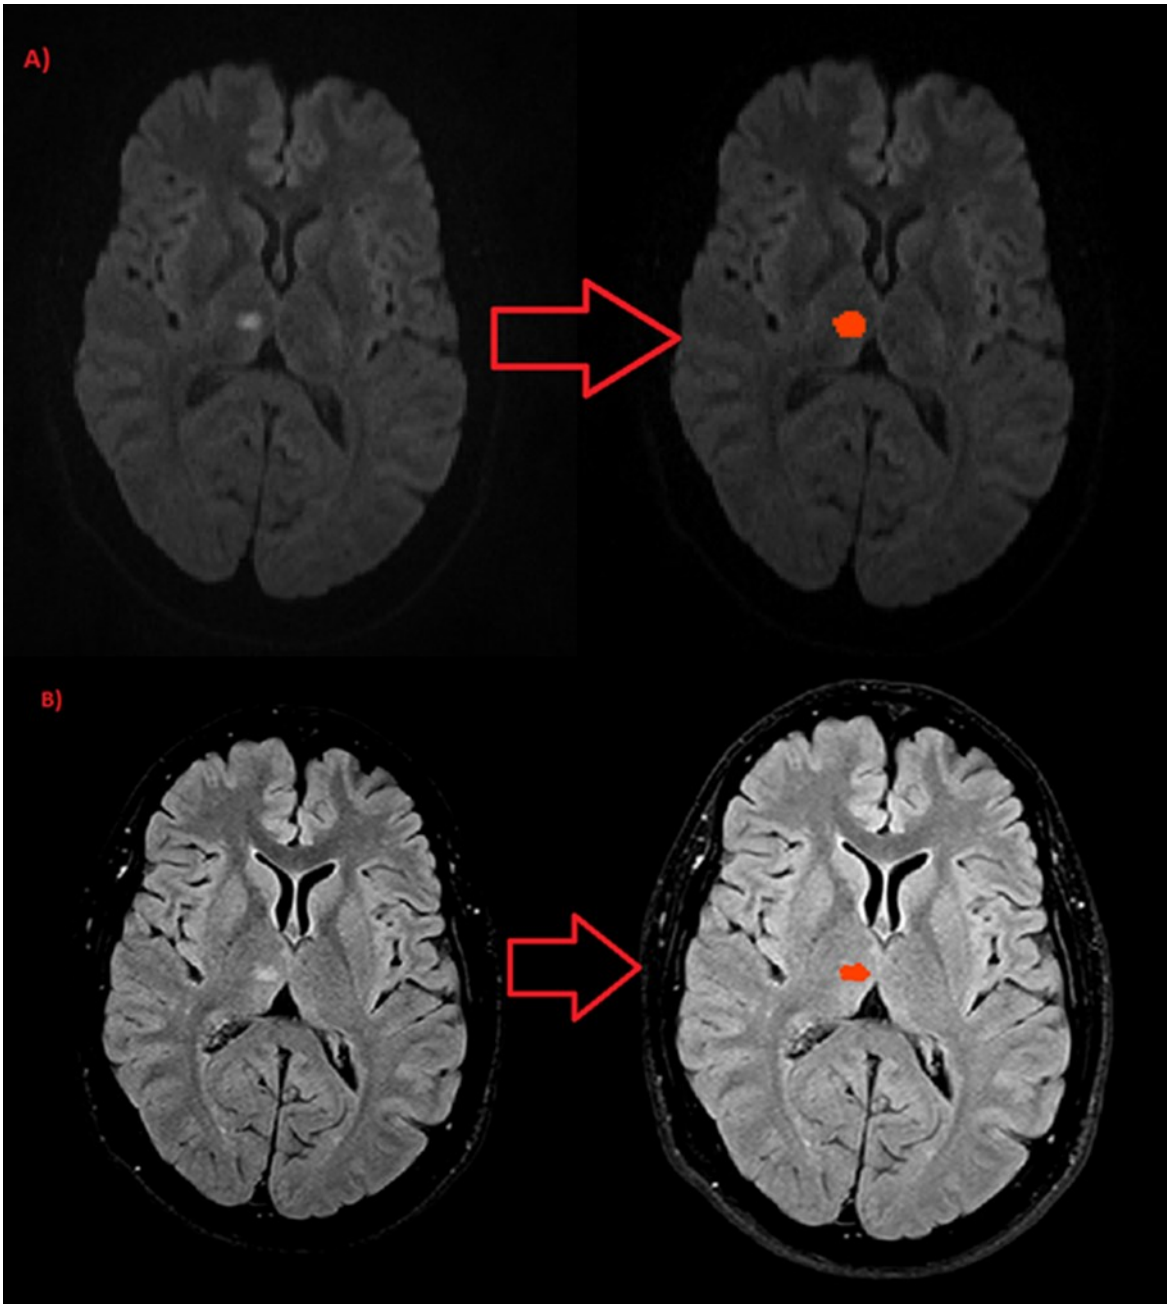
Darstellung der Läsion (links) und der manuell eingezeichneten Läsionsmaske (rechts) in A) DWI und B) FLAIR
